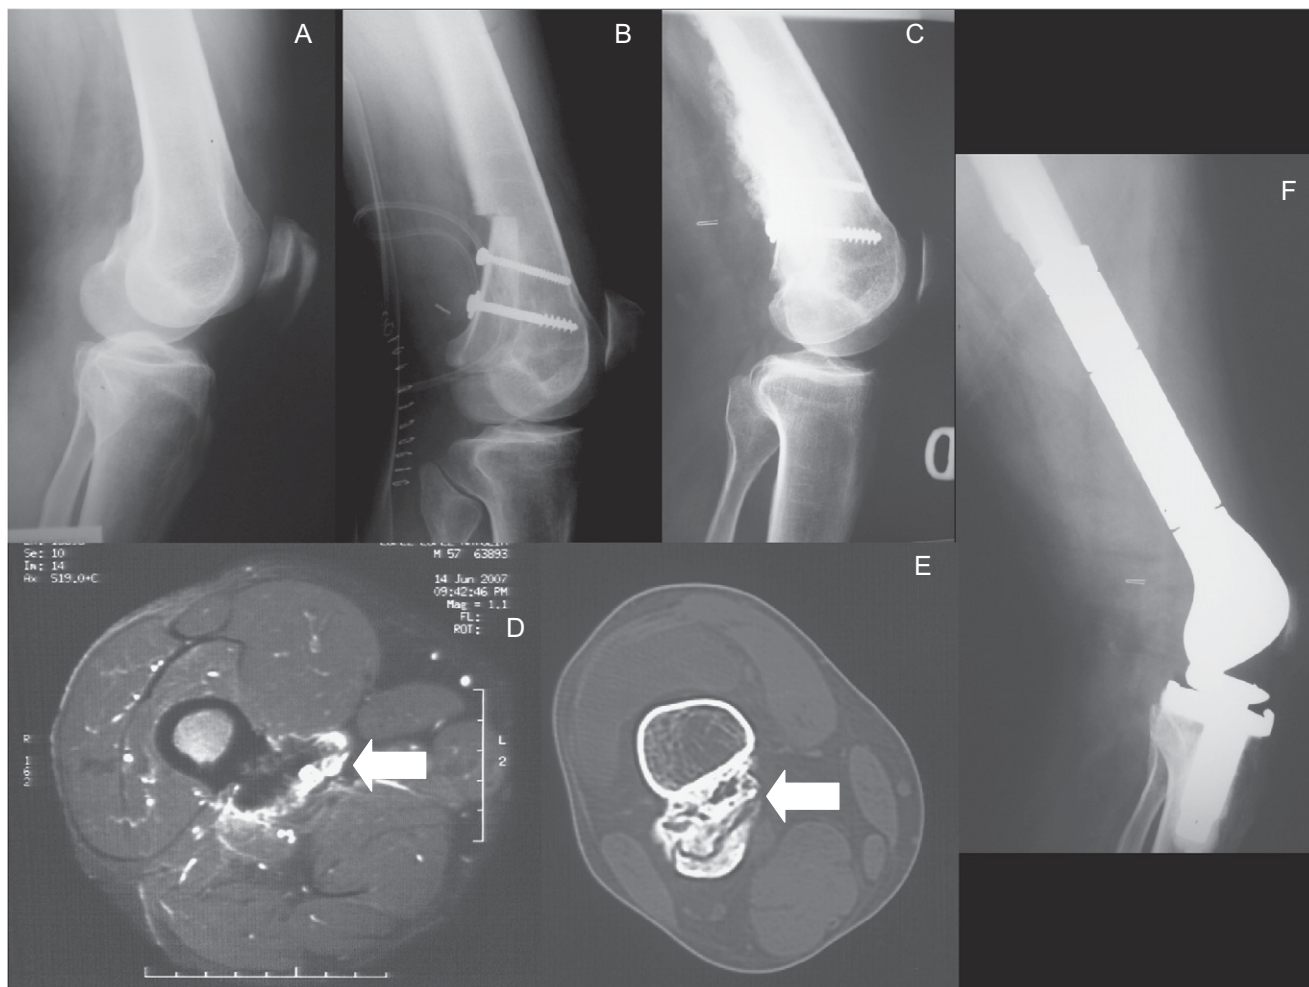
A) Radiografía (Rx) del fémur distal del paciente del caso 3 en el que se puede ver la lesión identificada inicialmente como osteocondroma. B) Rx de control del mismo paciente en el que se realizó resección de un osteosarcoma parosteal y reconstrucción con aloinjerto estructural de banco. C) Rx del mismo paciente con recidiva de osteosarcoma parosteal sobre el aloinjerto. D) Imagen de la resonancia magnética que muestra la relación de los vasos femorales con el tumor (flecha). E) Imagen de la tomografía computarizada en la que se aprecia el crecimiento del tumor alrededor de los vasos femorales. F) Rx de control de la cirugía de resección tumoral y reconstrucción que se hizo mediante una prótesis de rodilla tumoral.
